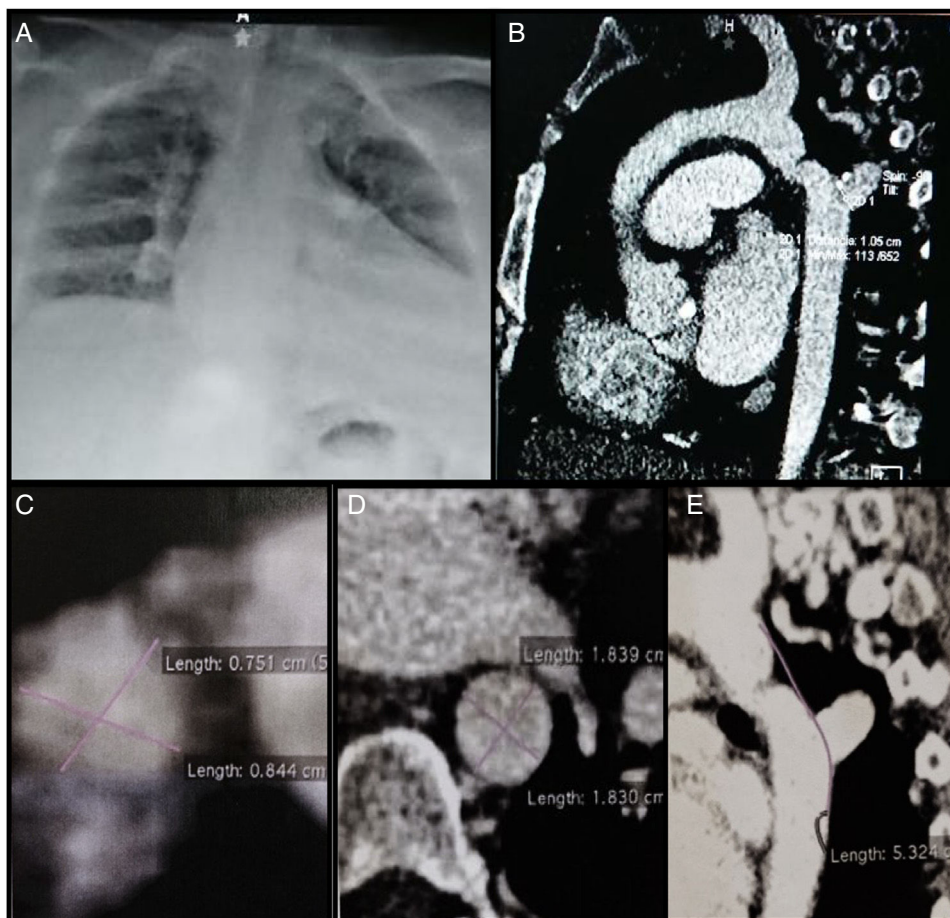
A) Radiografía de tórax con cardiomegalia a expensas de cavidades izquierdas. B-E) Angiotomografía: zona de aorta proximal al sitio coartado 19 mm, zona de coartación de 7,5 × 8 mm, zona distal al sitio coartado 18 mm.
